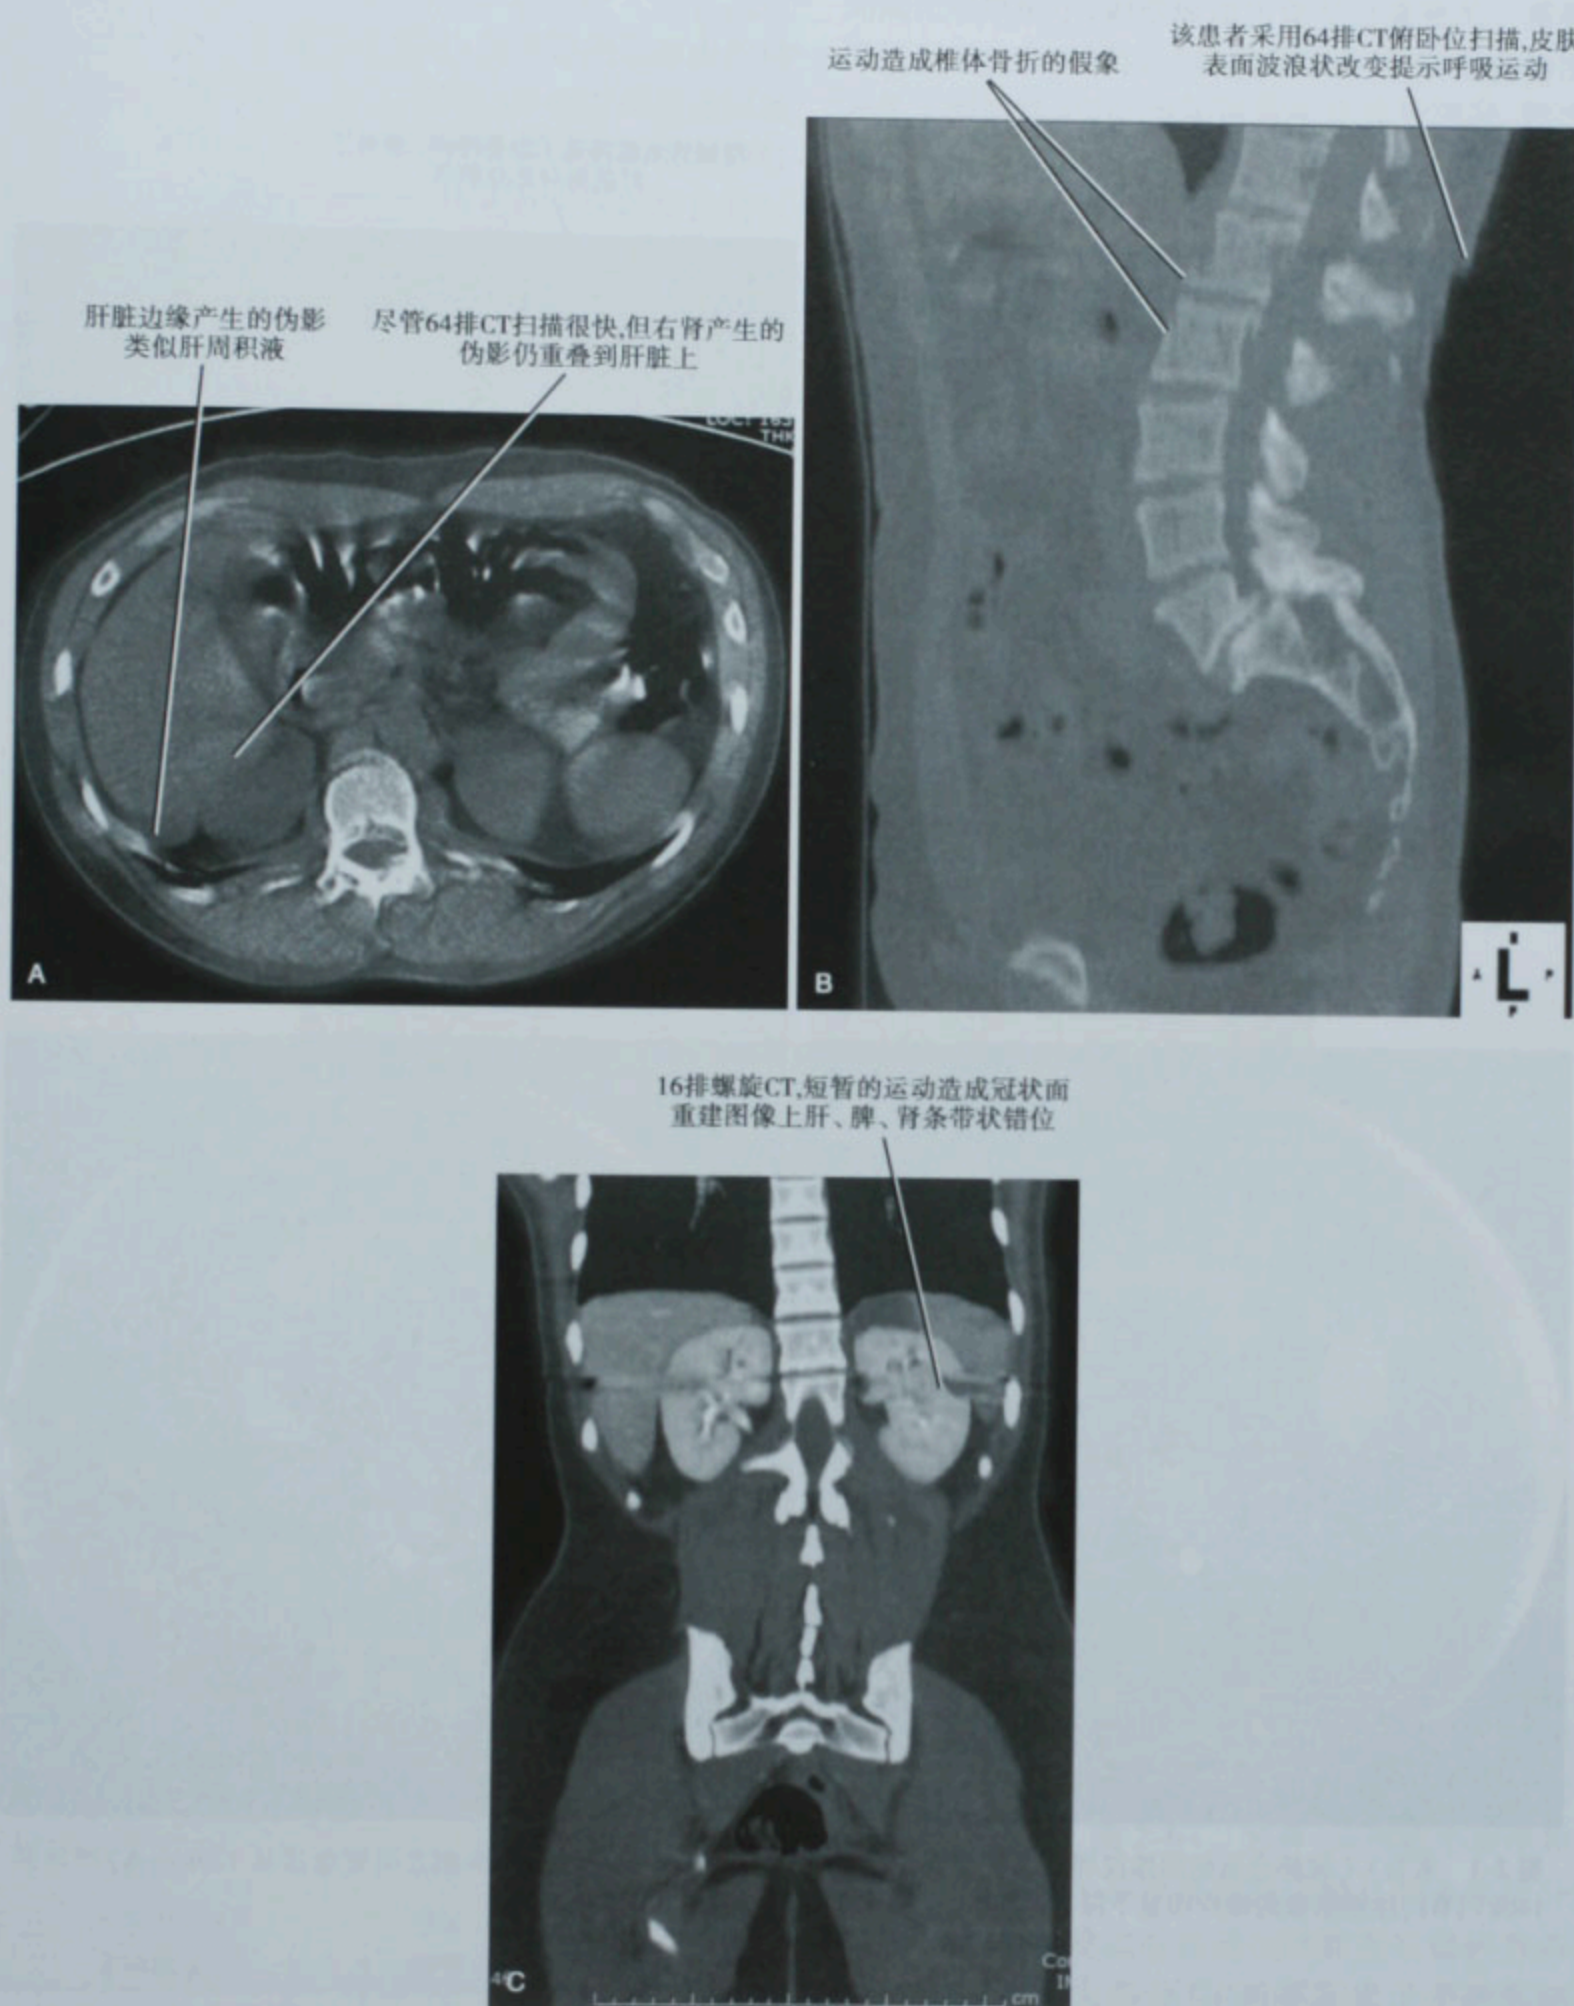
64 排螺旋 CT 横断位图像 (A) 和矢状面重建 (B), 16 排螺旋 CT 冠状面重建 (C) 见呼吸运动伪影
